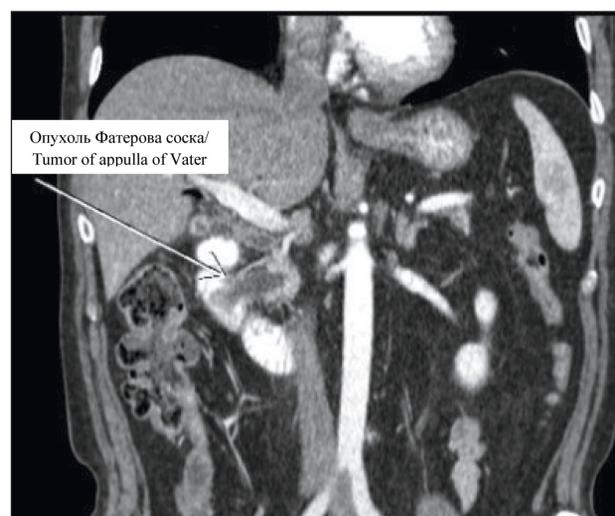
КТ органов брюшной полости. В проекции Фатерова соска определяется объемное образование диаметром до 30 мм. Образование отмечено стрелкой. Примечание: снимок выполнен атворами
